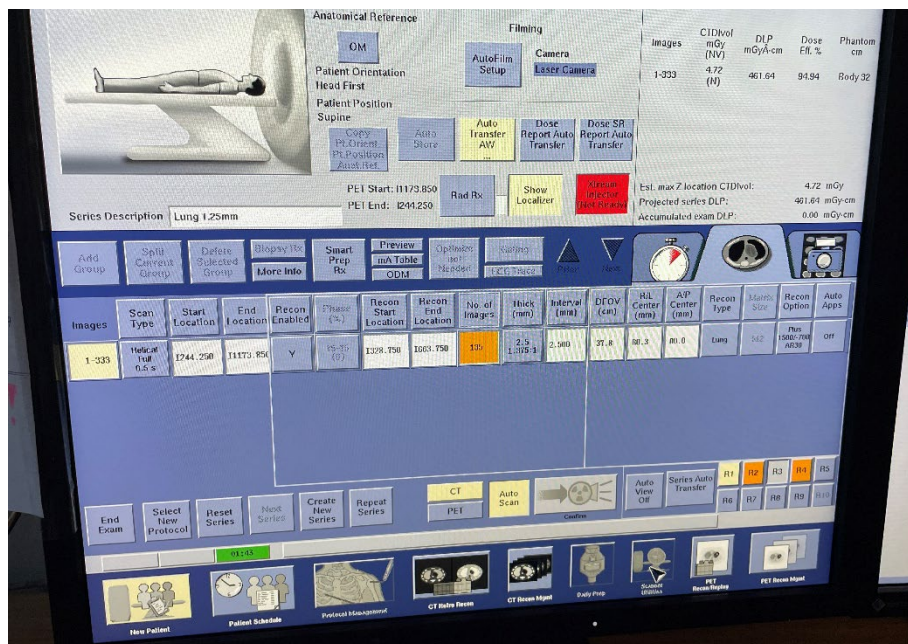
Přístroje PET/CT (archiv autora)
